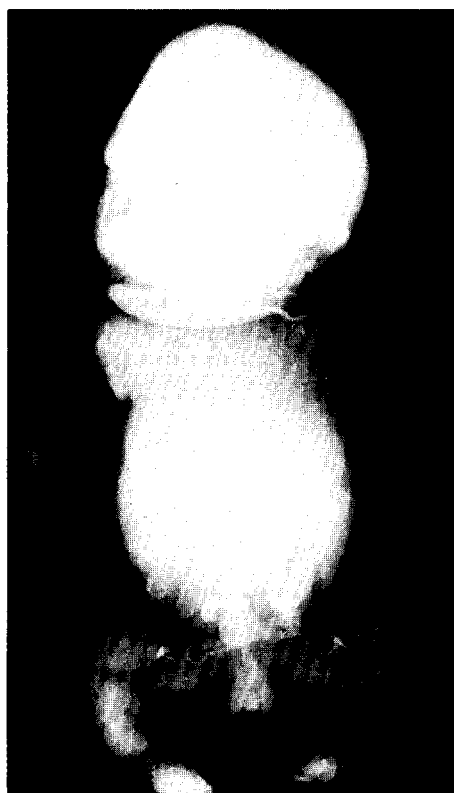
Hypophosphatasia, congenital lethal form のX線写真
